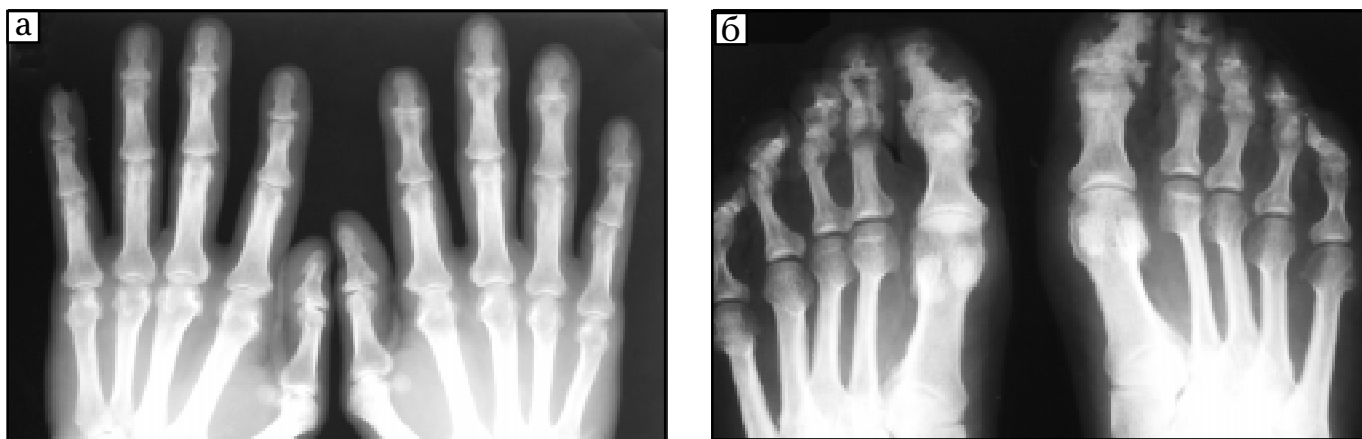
Рентгенограма: а — кистей хворого Ф., 52 р., з псоріатичним артритом. Визначається звуження рентгенівських суглобових щілин міжфалангових суглобів з крайовими ерозіями і вираженими кістковими розростаннями, особливо в дистальних міжфалангових суглобах II–IV пальців лівої кисті. Виражені кісткові розростання горбистостей дистальних фаланг; б — стоп хворої Ш., 45 р., з псоріатичним артритом. Визначається звуження рентгенівських суглобових щілин з крайовими ерозіями суглобових поверхонь міжфалангових суглобів з вираженими крайовими кістковими розростаннями, особливо в суглобах перших пальців; резорбція горбистостей дистальних фаланг перших пальців. Псоріатична ерозивна ентезопатія
